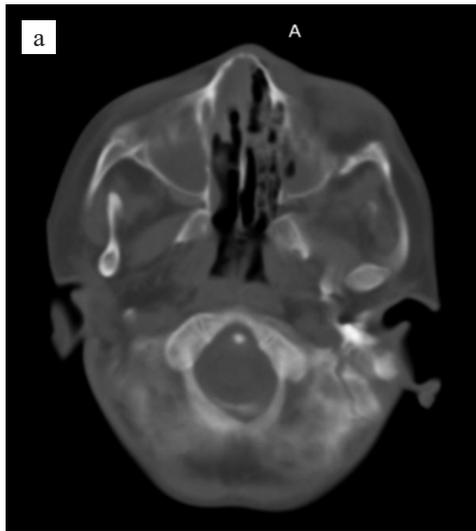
КТ: а – околоносовых пазух; б – головного мозга
